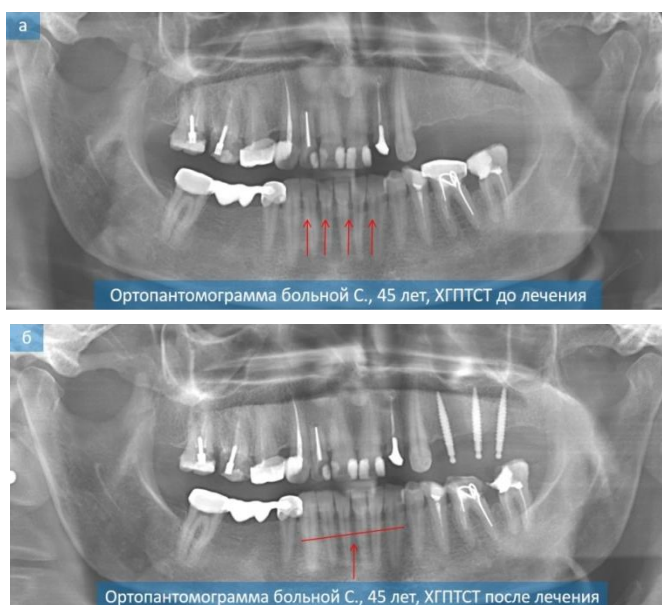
Ортопантомограммы пациента С., 45 лет до (а) и после (б) проведенного лечения (контрольная группа)
